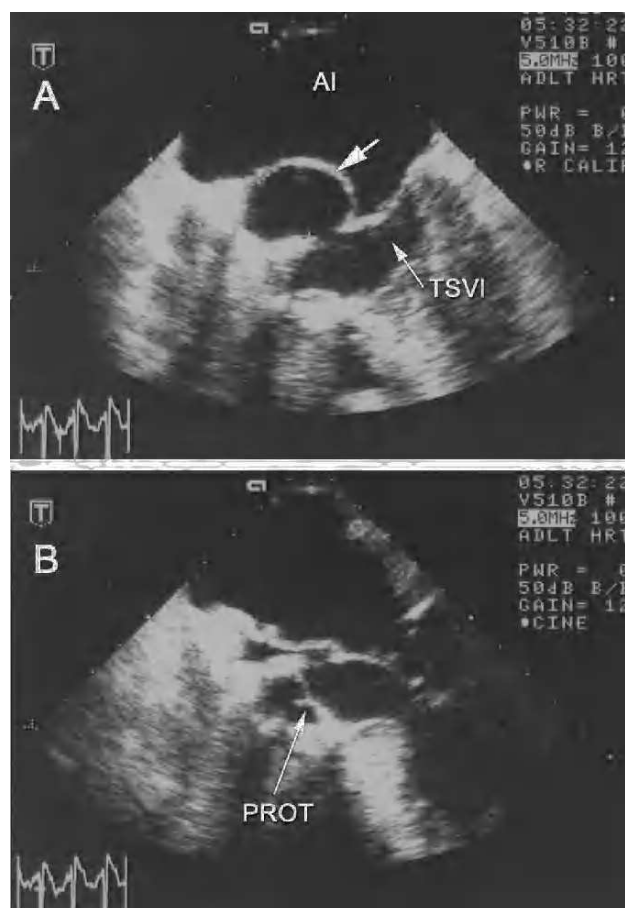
Ecocardiograma transesofágico; plano transversal en el tracto de salida del ventrículo izquierdo (TSVI). A: imagen en sístole en la que se observa el pseudoaneurisma (flecha) protruyendo hacia la aurícula izquierda. Se aprecia el orificio a través del que comunica con el TSVI. B: imagen en diástole que muestra el colapso del pseudoaneurisma. En ambas imágenes se aprecia la bioprótesis aórtica (PROT) normofuncionante. AI: aurícula izquierda.
